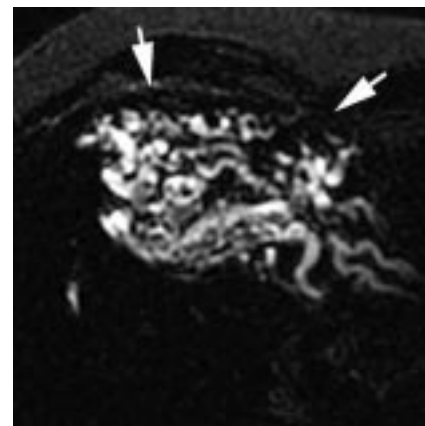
CP-IRM. Dilatation et empiérement des VBIH gauches (flèches), (séquence SS-FSE, coupe axiale de 20 mm d'épaisseur, TE eff 800 msec).
